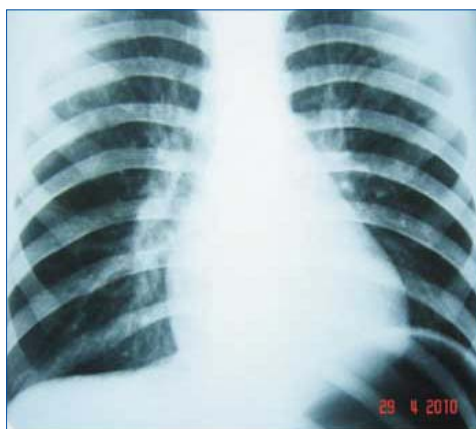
Рентгенограма грудної клітки пацієнта з обструктивним бронхітом
